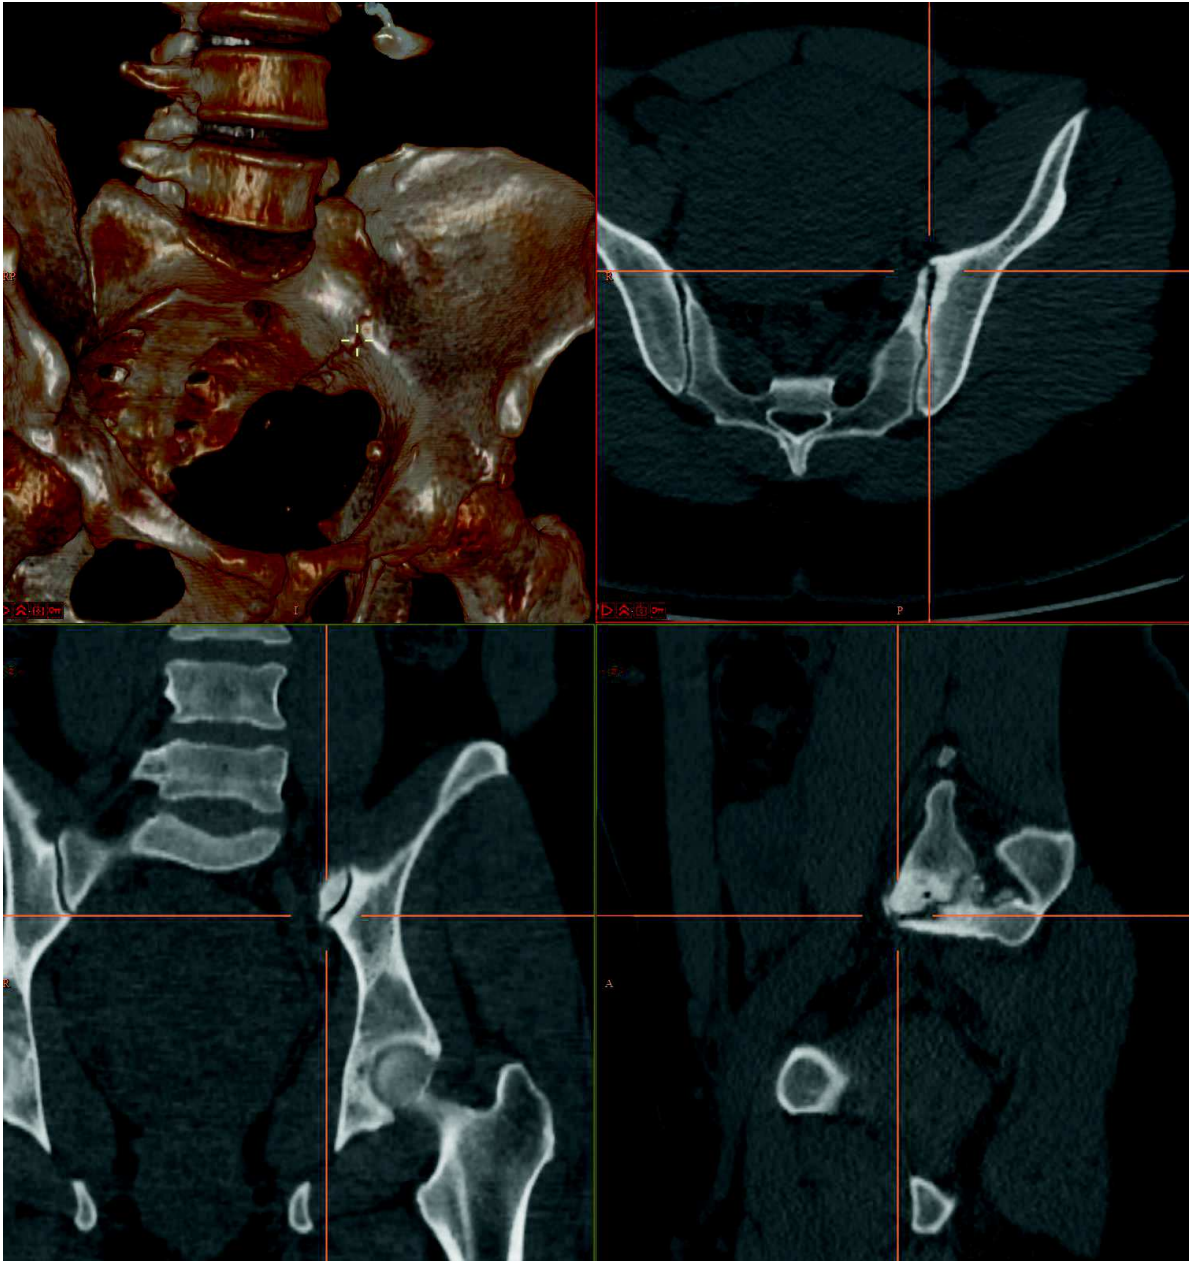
2ème exemple d'une TDM du bassin en vue MPR avec point 3D et plans de coupe centrés sur le point A. Notez la différence de morphologie dans le plan sagittal des SOSIA entre la figure 19 et 20, avec ici une forme de L.
